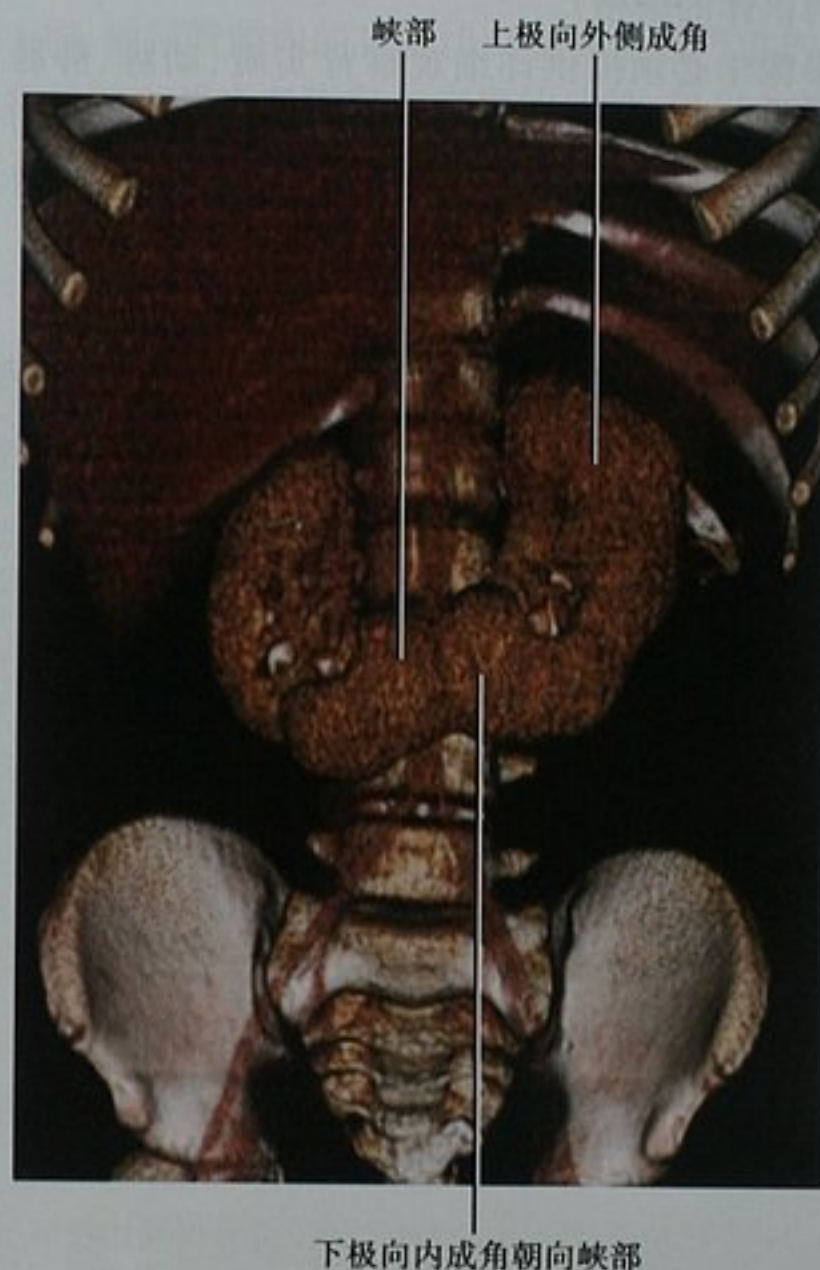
多排螺旋 CT 增强扫描三维容积再现图像显示典型的马蹄肾畸形
